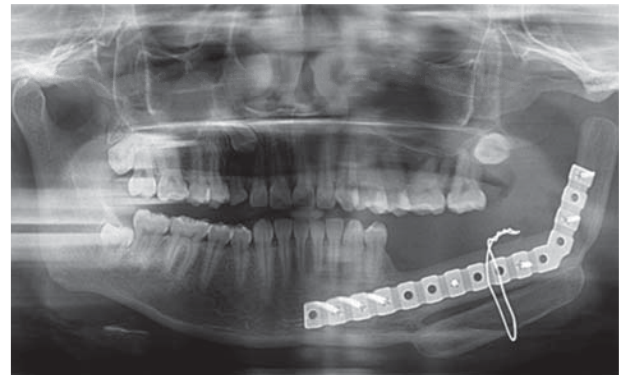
Ortopantomografía de control con adecuada osteointegración.
